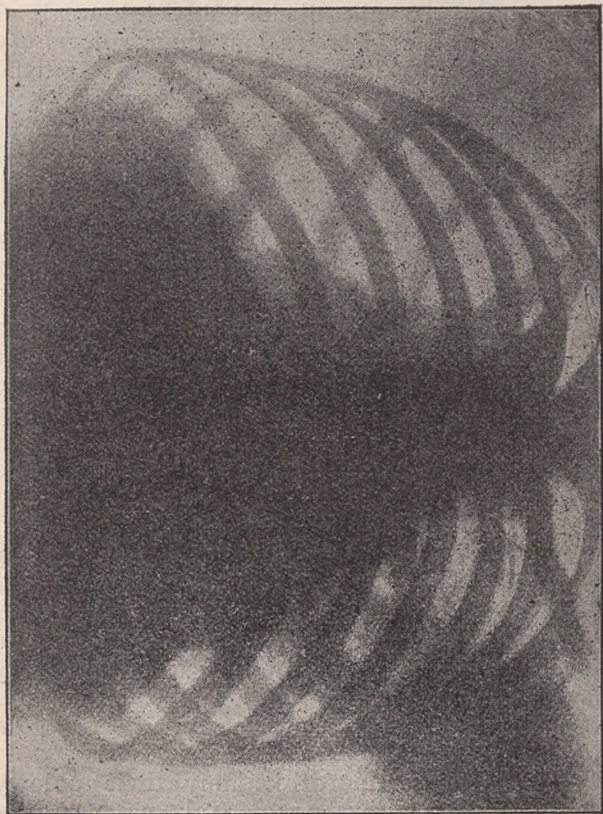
Obraz Röntgenowski z cieniem serca u zdrowego 17-letniego młodzieńca.
